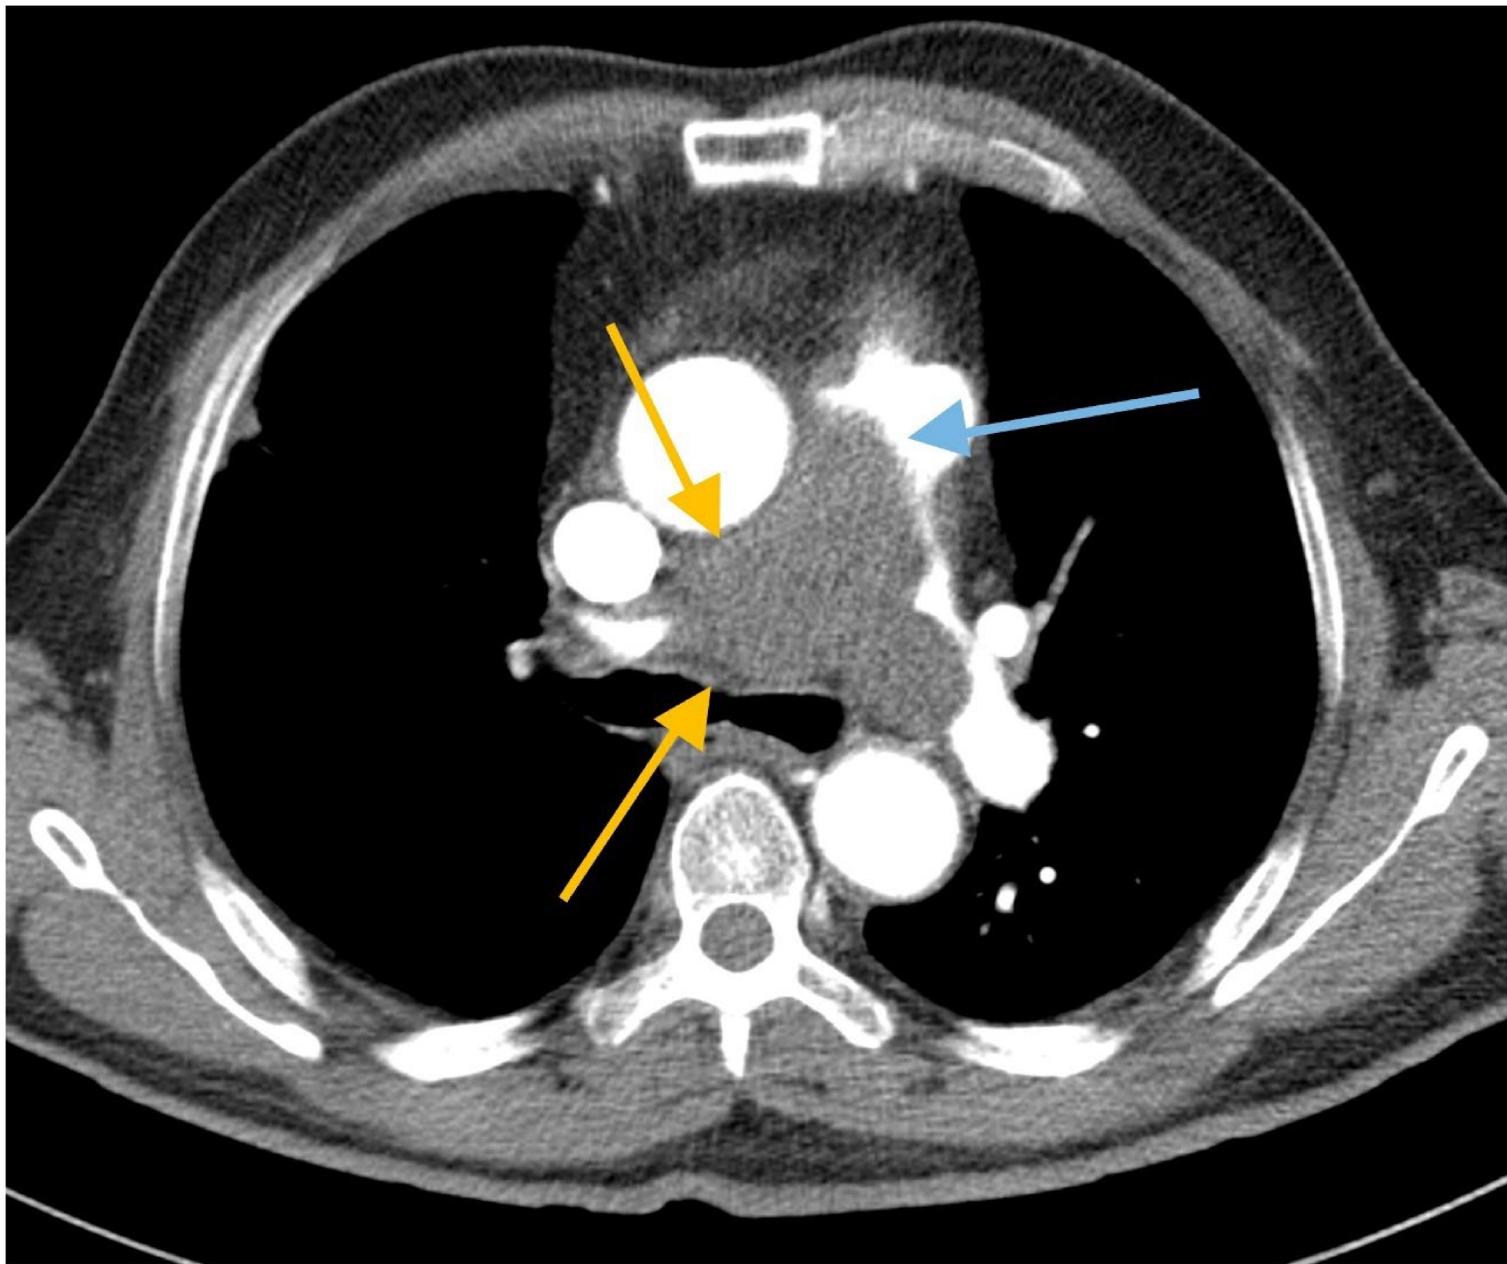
Sarcoma de la arteria pulmonar en un varón de 60 años que presentaba disnea progresiva de semanas de evolución (mismo paciente que la imagen de radiografía simple). El angio-TC de arterias pulmonares que se le hizo ante la sospecha inicial de TEP muestra un defecto de repleción que ocupa la luz de las arterias pulmonares proximales derecha e izquierda y también afecta al tronco de la arteria pulmonar.
